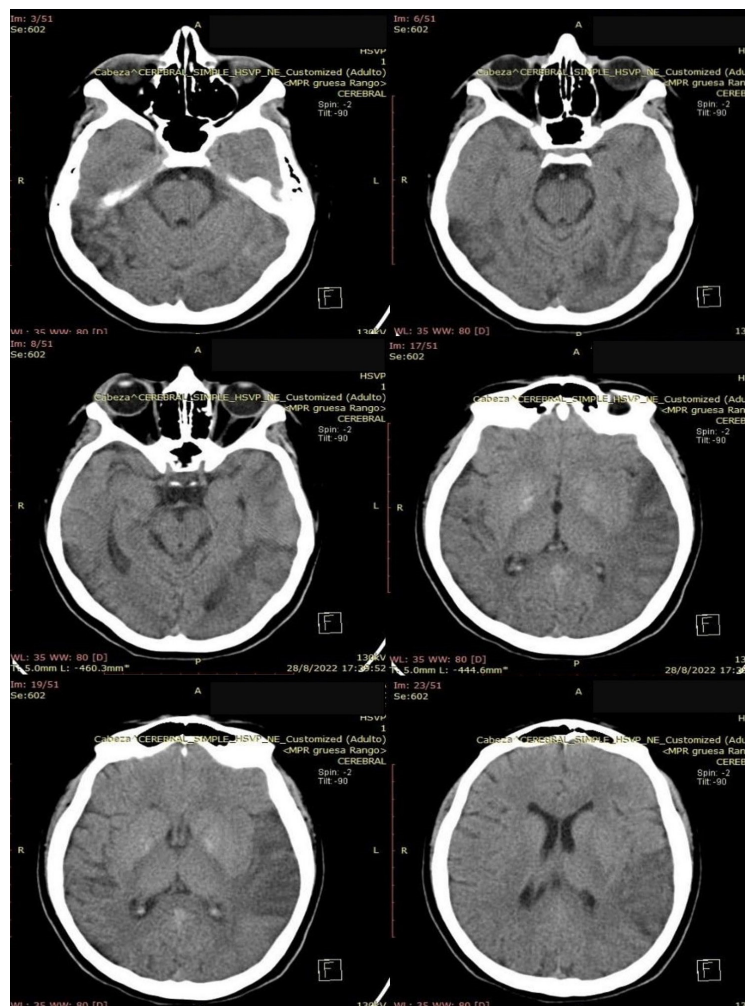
Tomografía simple de cráneo, cortes axiales secuenciales, se observa áreas hipodensas en región temporal inferior derecha, temporo-parietal izquierda. Imágenes hiperdensas a nivel de ganglios basales. Fuente: Documento obtenido durante la realización del estudio (28/08/2022).
